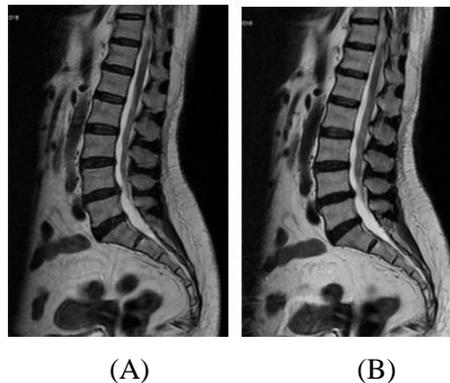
Hasil citra MRI lumbal T2WI FSE *sagittal* dengan *Phase Encoding Anterior-Posterior* (A) dan *Phase Encoding Superior-Inferior* (B)
